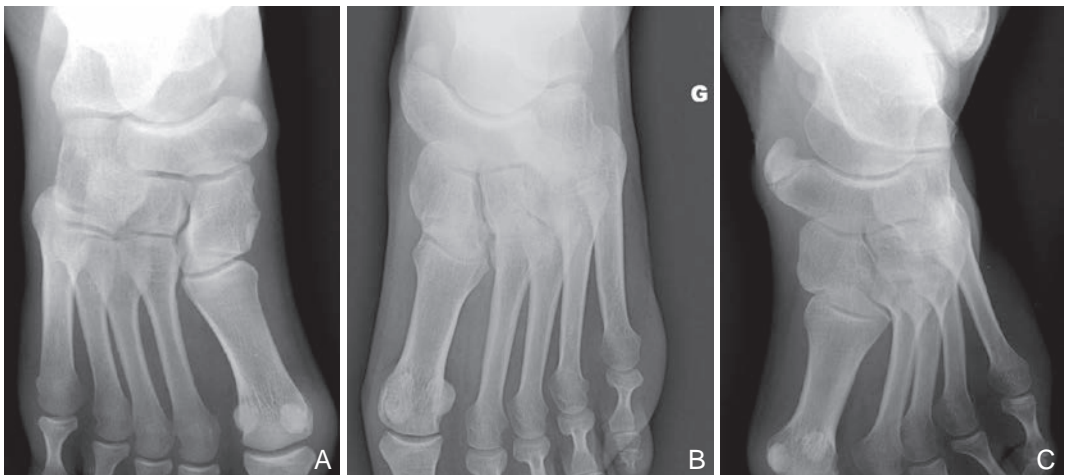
Radiographie de pied de face présentant un os naviculaire accessoire de type 1 (A), 2 (B) et 3 (C).
